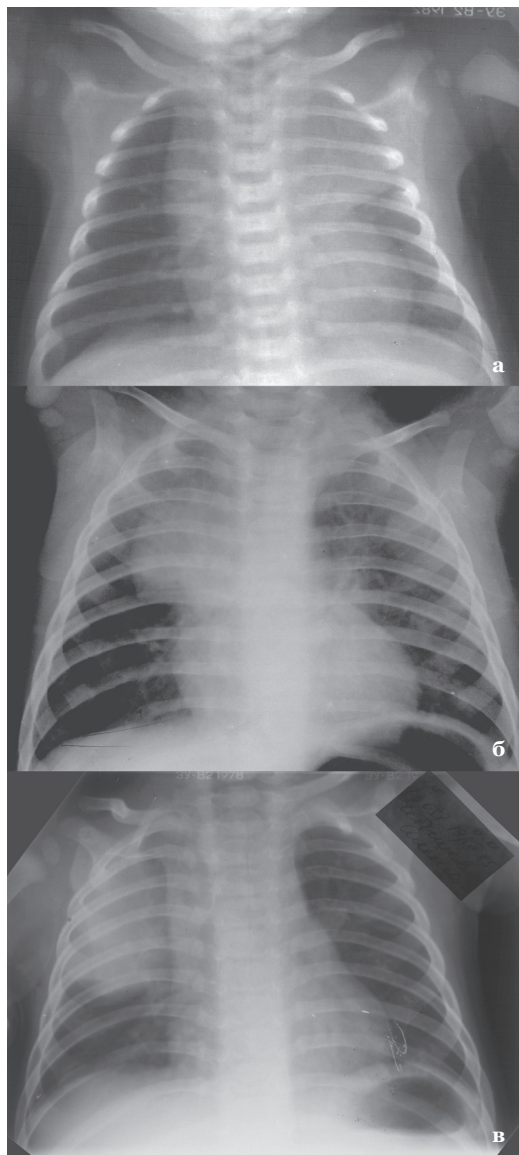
Тимомегалия на рентгенограмме органов грудной клетки:
